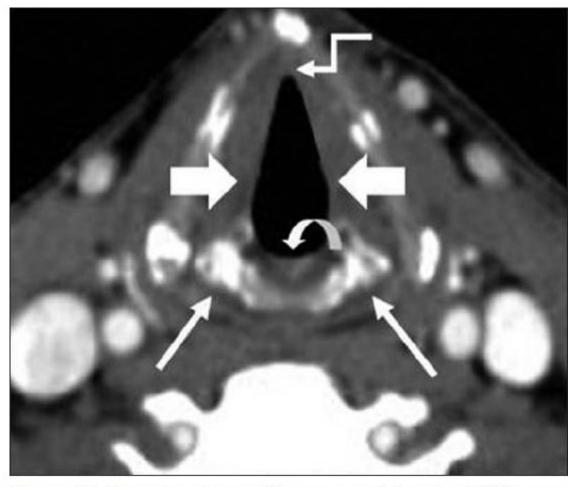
Normal anatomy of larynx on axial contrast CT images – glottis. The cricoarytenoid joints (straight arrows) are seen. The thyroarytenoid muscle forms the bulk of the true vocal cords (block arrows) at this level. Note the anterior commissure (elbow arrow) and the posterior commissure (curved arrow)
